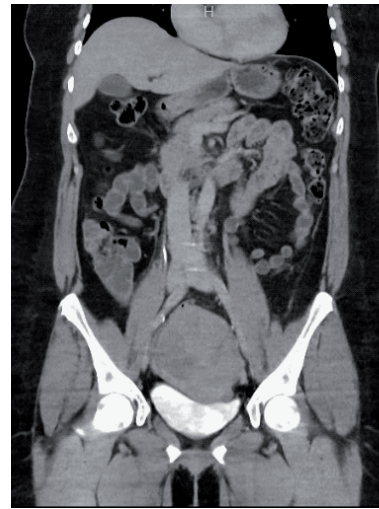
Tomografía de tórax, abdomen y pelvis corte axial y coronal.
